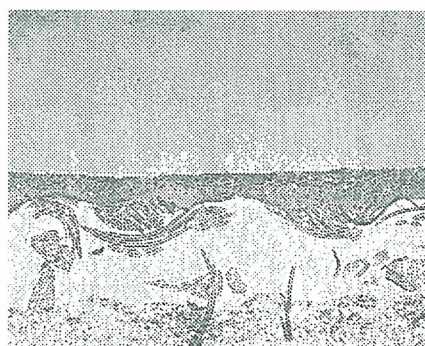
置換 2 週後の HAp 複合化 PET 人工血管の中央部内腔 (HE、 $\times 100$)。過剰な血栓が認められず、早期偽内膜形成を誘導
